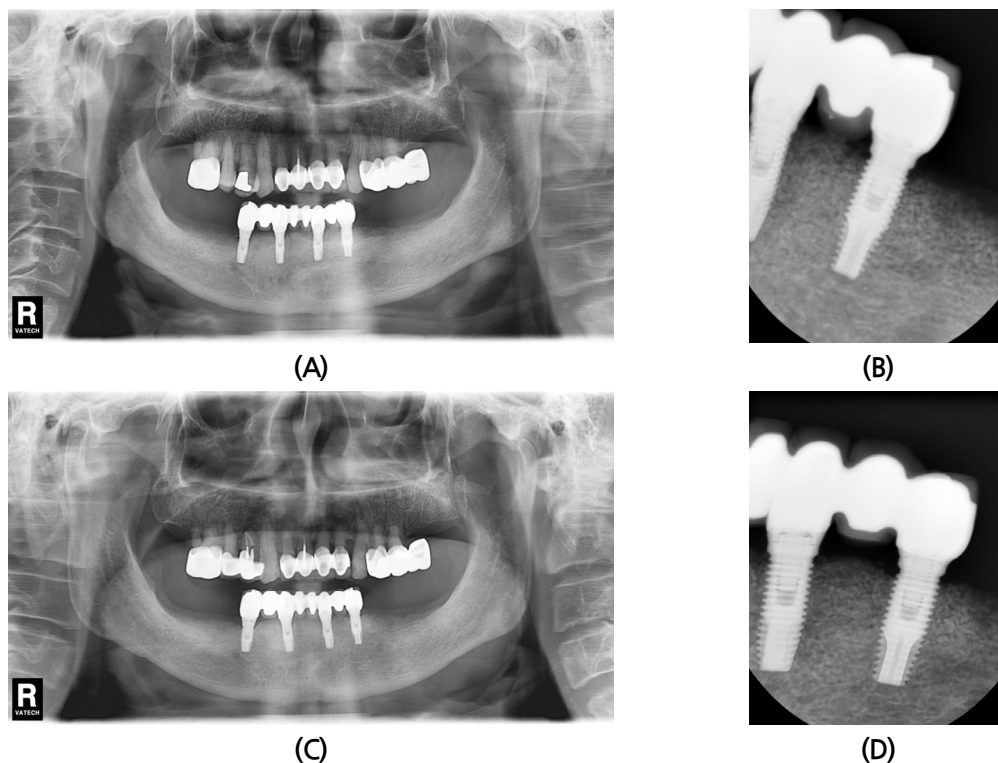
Radiographic view taken immediately after delivery (A, B) and 7 years after loading (C, D).
